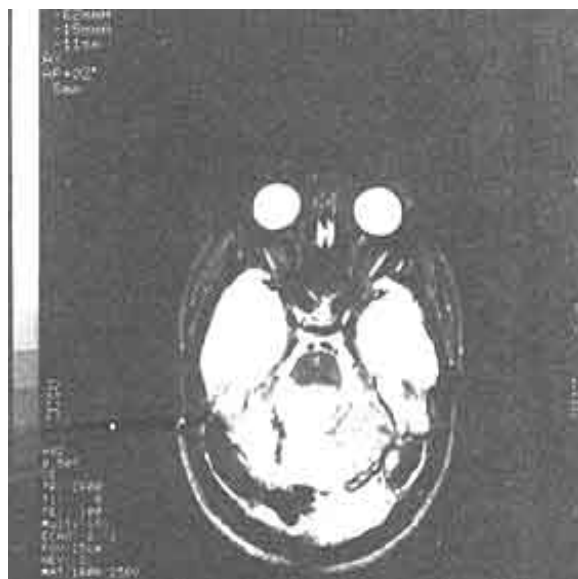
Imagen de tomografía axial computarizada que muestra un plano delgado del cerebro humano. Los óvalos en la parte superior son los ojos.
